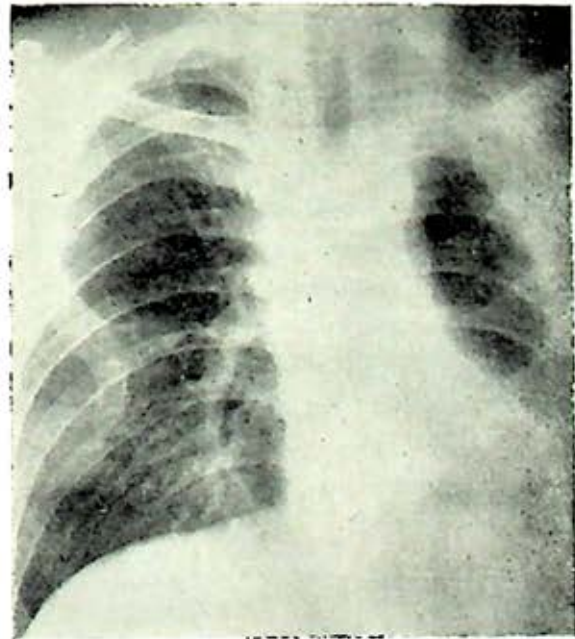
Telerradiografía de tórax en posteroanterior que muestra displasia y sinostosis de 4a. y 5a. costillas; bronquio izquierdo sumamente largo y la cavidad pleural residual a neumonectomía bien drenada por la pleurotomía abierta, inmediatamente sobre el diafragma izquierdo.
